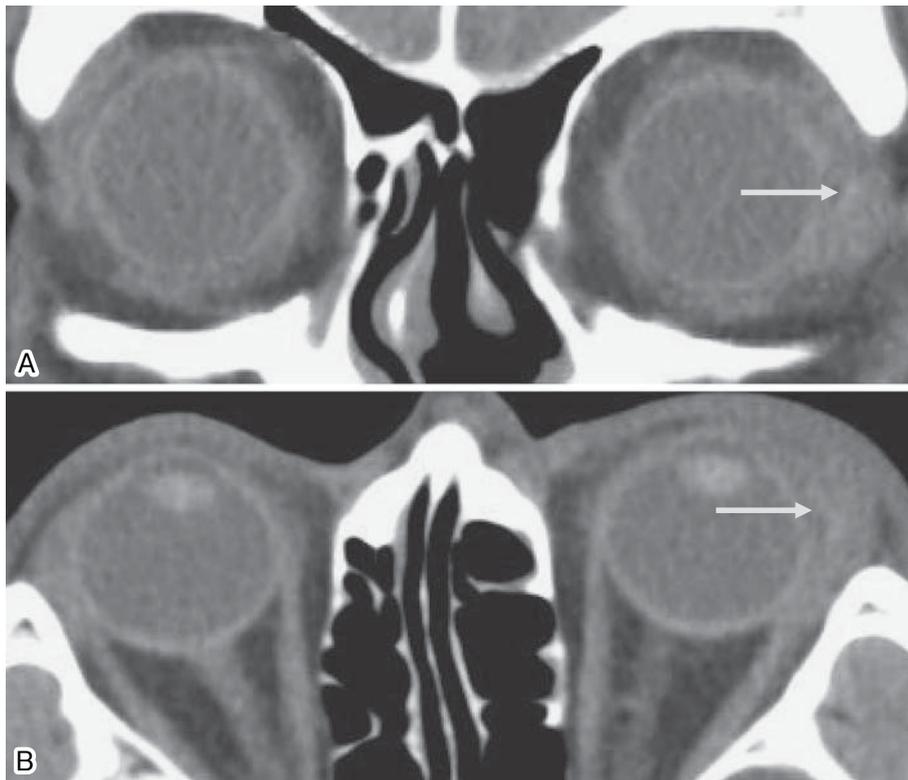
眼窩CT検査 (A 冠状断, B 矢状断)
